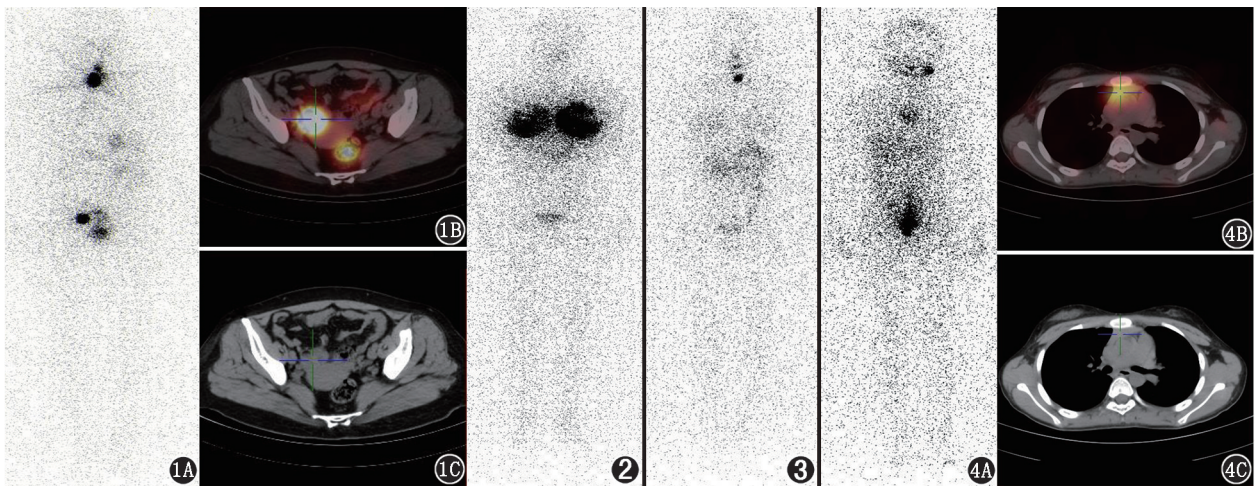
甲状腺癌患者(女,44岁)¹³¹I 全身显像及 SPECT/CT 显像图。1A.颈部、盆腔可见多处显像剂摄取增高区,口腔、胃、部分肠道及膀胱正常显影;1B,1C.盆腔 SPECT/CT 显像见右附件区囊实性团块,显像剂摄取异常增高,乙状结肠及直肠见生理性摄取 图 2 甲状腺癌术后、哺乳期患者(女,32岁)¹³¹I 全身显像图。可见双侧乳腺对称性团状浓聚 图 3 甲状腺癌术后非哺乳期患者(女,32岁)¹³¹I 全身显像图。可见颈部残余甲状腺显影,双侧乳腺对称性轻度摄取 图 4 甲状腺癌术后患者(女,12岁)¹³¹I 全身显像(4A)及 SPECT/CT 显像(4B, 4C)图。可见左侧颌下腺、前纵隔胸腺区显像剂浓聚
